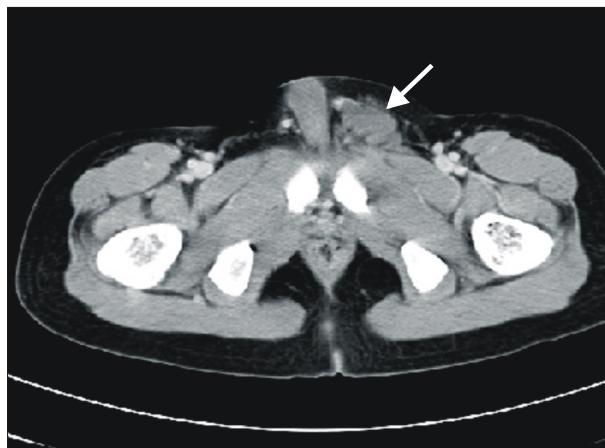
Computerized tomography (CT) shows a 3x2cm sized, soft tissue mass (arrow) extended to the lower portion. It shows homogeneous density without enhancement.
